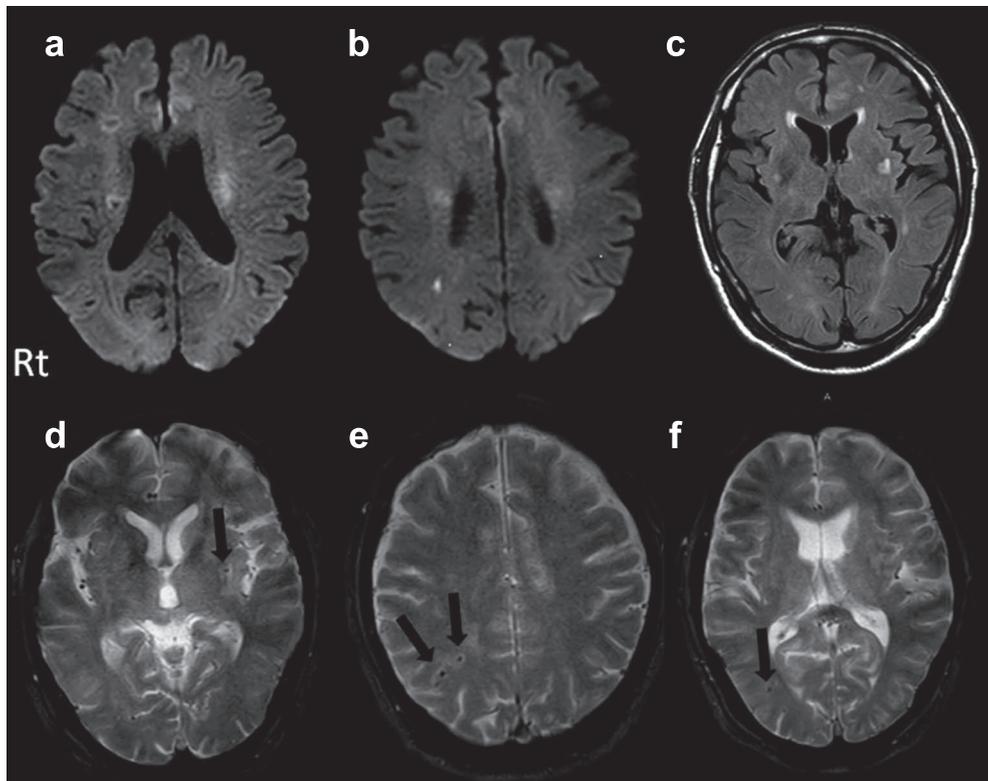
Brain MRI on arrival.
